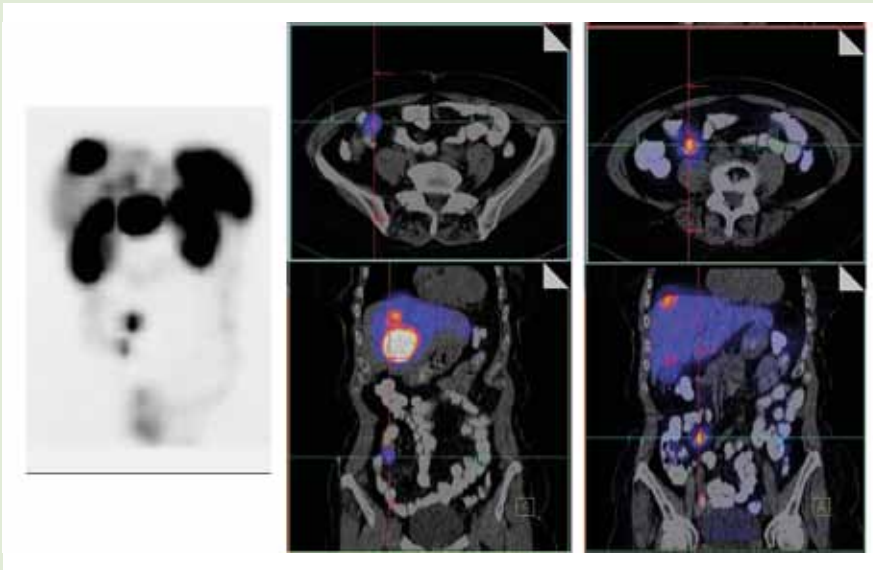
Das linke Bild zeigt eine planare Somatostatin-Rezeptorszintigraphie mit Tc-99m-Octreotid. Rechts sind in verschiedener Schnittrichtung SPECT/CT-Fusionsbilder dargestellt. Sichtbar sind neben einer Lebermetastase ein Primärtumor in einem Dünndarmabschnitt (linkes Fusionsbilderpaar) und eine Lymphknotenabsiedlung im Bauchraum (rechte Fusionsbilder; oben jeweils Körperquerschnitt, unten Körperlängsschnitt).
